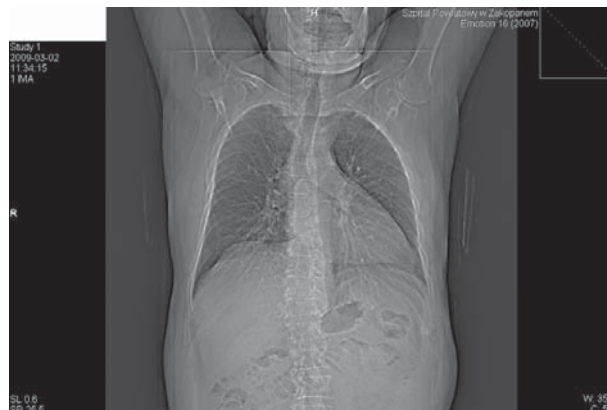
Scan from a review photograph during CT of the thoracic cage
